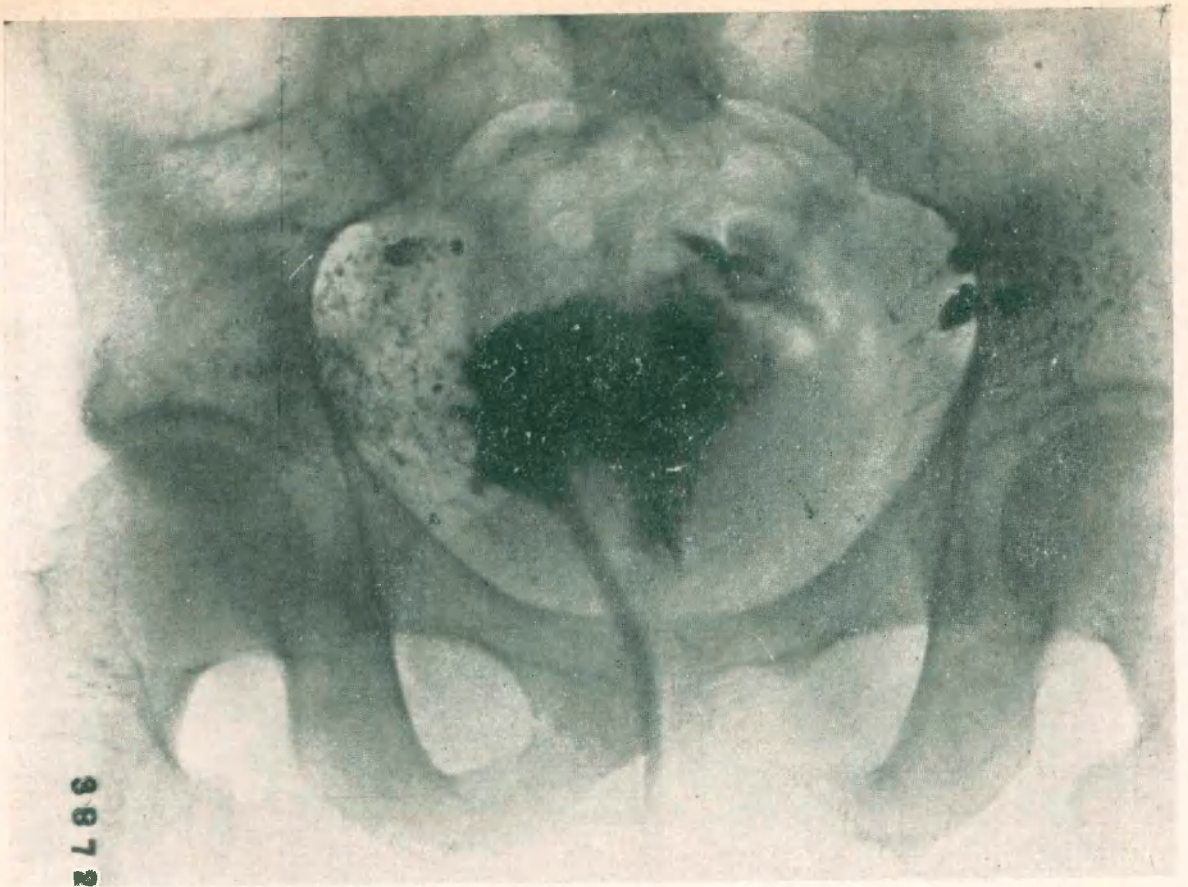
Observación V - Radiografía No. 38721
